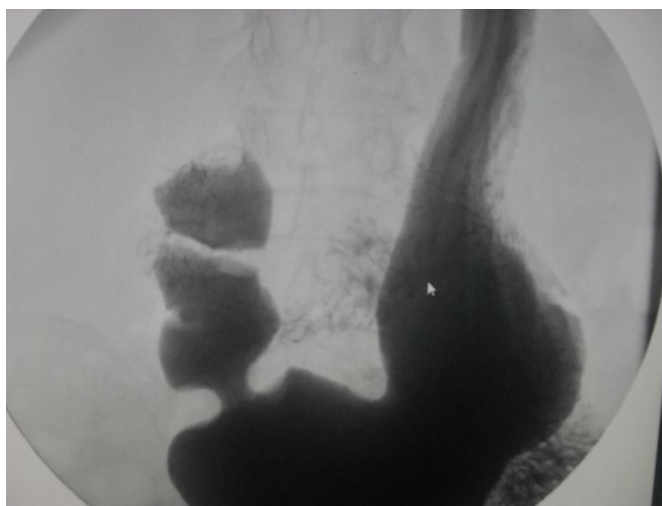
Рентгенограмма желудка больной Я., через год после операции:
